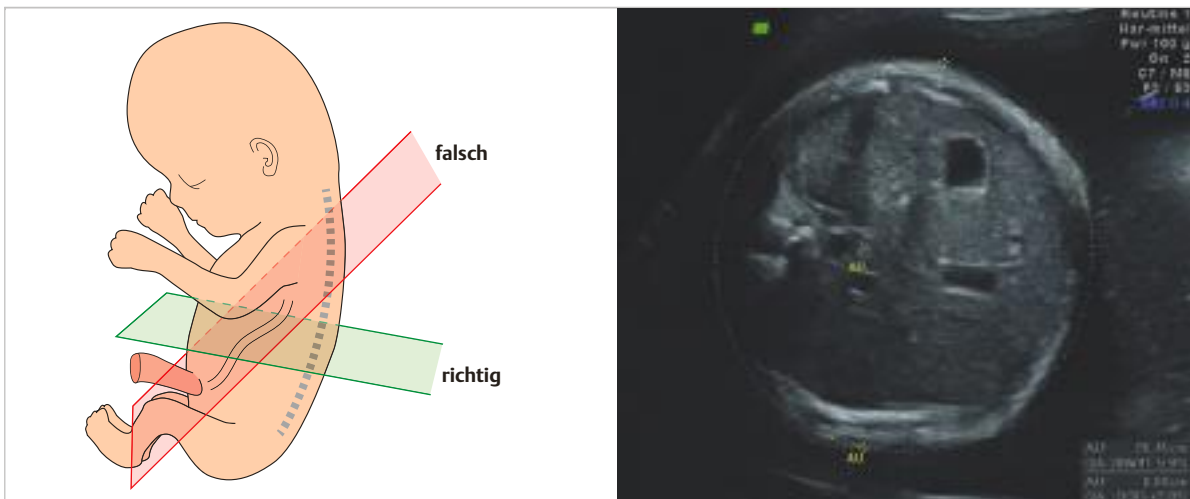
Sonografische Messung des fetalen Abdomenumfangs.
